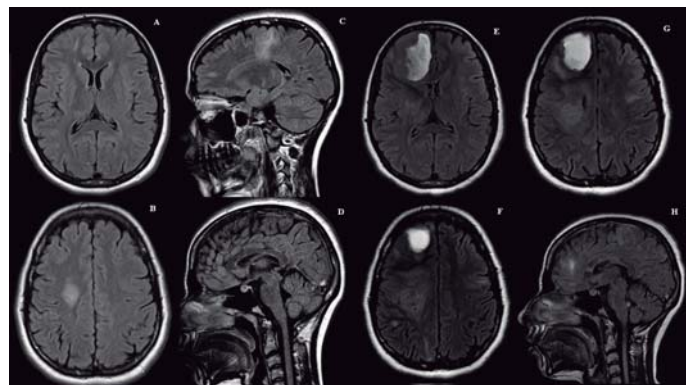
Imagens iniciais das duas principais lesões do SNC: A e B axial e C sagital FLAIR, mostrando a lesão ovóide mais anterior no lobo frontal direito e a lesão maior, mais posterior. D sagital FLAIR com o corpo caloso sem lesões significativas. Imagens das lesões após 10 meses de seguimento: E, F e G axial FLAIR e H sagital FLAIR evidenciando a evolução das duas lesões principais e o surgimento de outras lesões nos lobos parietal direito, frontal esquerdo, joelho do corpo caloso e pedúnculo cerebelar inferior
